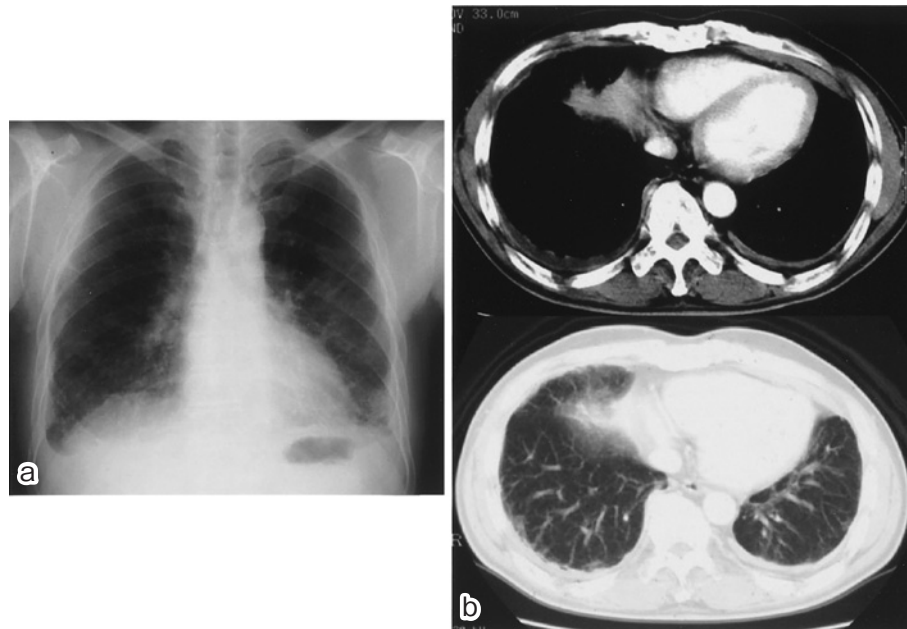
a) Chest radiograph in 1997. b) Chest CT in 1997 showed bilateral pleural thickening and pleural effusion.
